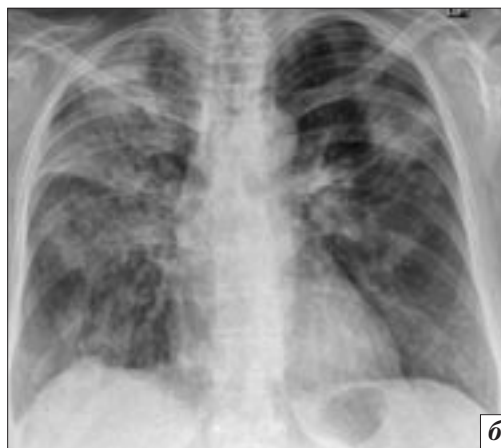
Пациентка С., 36 лет, поступила в начале 2-й недели заболевания, после неэффективного самостоятельного лечения: *а* – на рентгенограмме от 29.01.2016 г. на фоне интерстициальных изменений выявляются фокусы альвеолярной инфильтрации, двухсторонние, больше выраженные справа, носящие полисегментарный характер; *б* – в процессе лечения антибиотиками, до получения результатов мазков, интенсивность изменений, по данным рентгенографии от 03.02.2016 г., несколько увеличилась; *в* – после присоединения к курсу лечения противовирусных препаратов, по данным контрольного рентгенологического исследования от 25.02.2016 г., достигнута положительная клиничко-рентгенологическая картина, со значительным уменьшением протяженности и интенсивности изменений в легких
